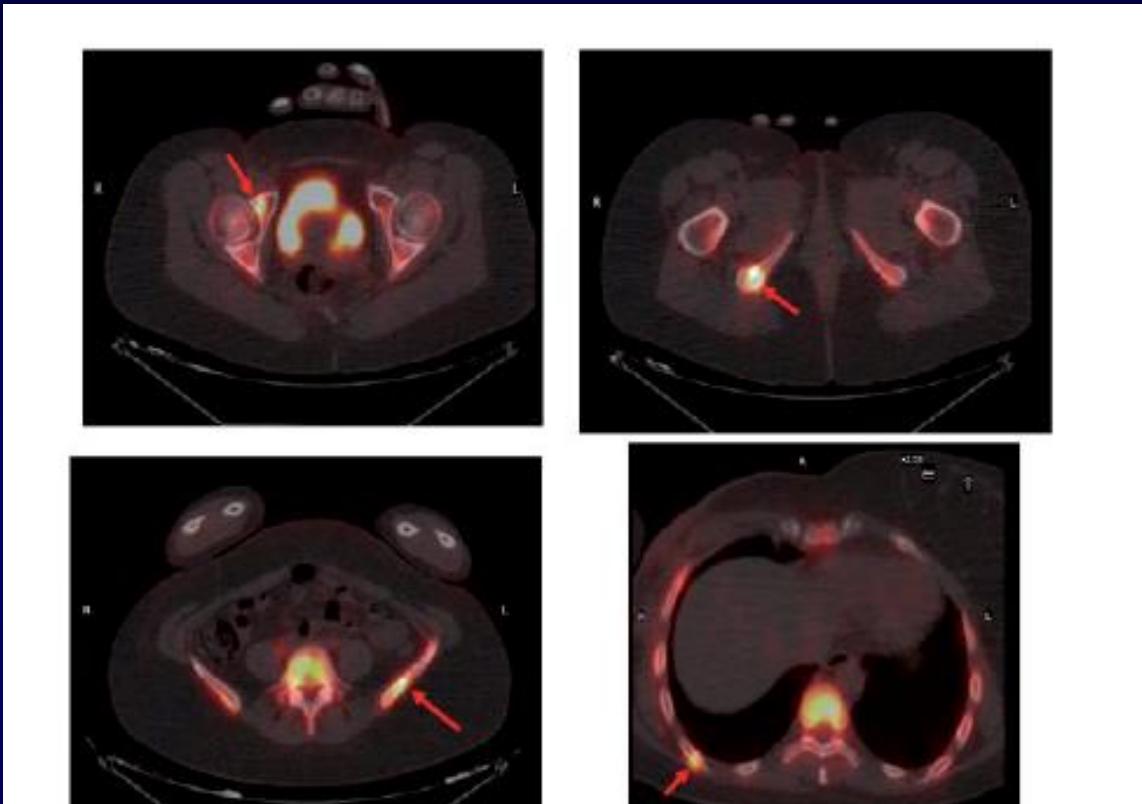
Axial images of the pelvis and chest (right lower images) of a ^{18}F -sodium fluoride PET/CT scan in a breast cancer patient. The arrows point to osseous metastases not detected on a conventional bone scan done a few days before.
